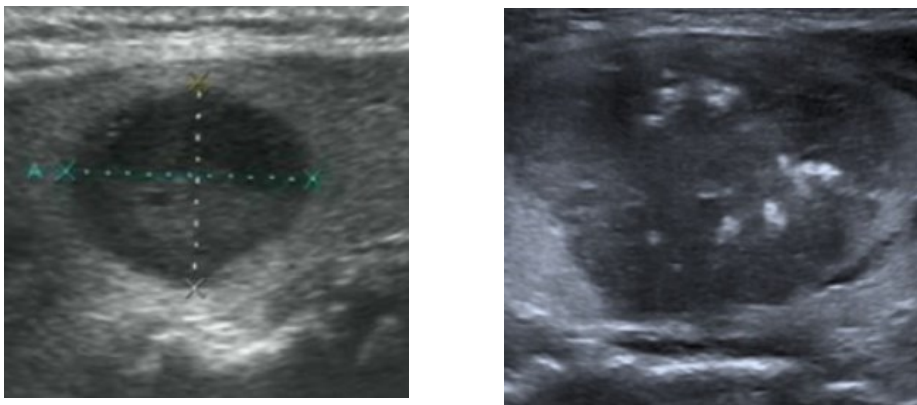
Immagini ecografiche di MTC
